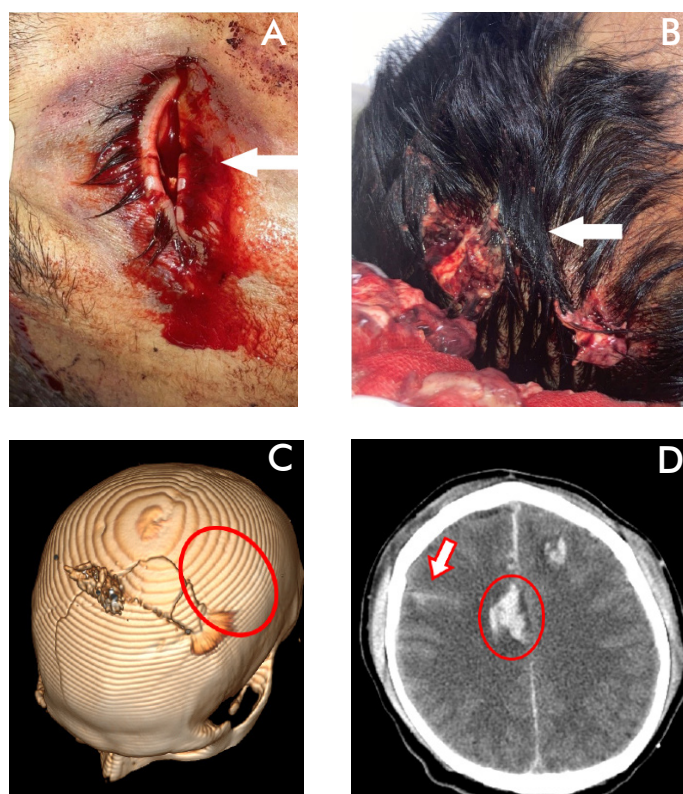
A) Punto de entrada del proyectil a través del globo ocular derecho (flecha). B) Herida craneal con exposición de masa encefálica (flecha). C) Reconstrucción tridimensional del cráneo mediante tomografía computarizada (TC); vista desde la bóveda craneal que muestra el orificio de salida del proyectil (círculo). D) Hemorragia subaracnoidea bilateral (flecha) y contusiones hemorrágicas parasagitales (círculo).
